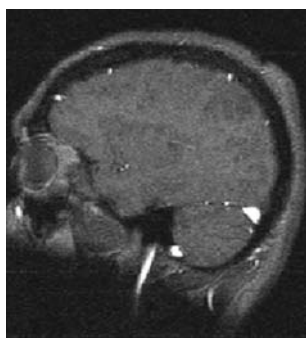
А — МРТ-венограми хворого з гліомою ("сірі" та МІР реконструкція); Б — МРТ зважена за Т2 в аксіальній площині і фМРТ; В — інтраопераційні знімки.
